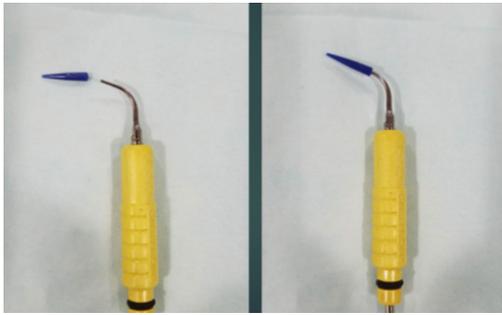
Una punta de ultrasonido estándar con y sin la cubierta protectora no metálica. Disponible en (46).
